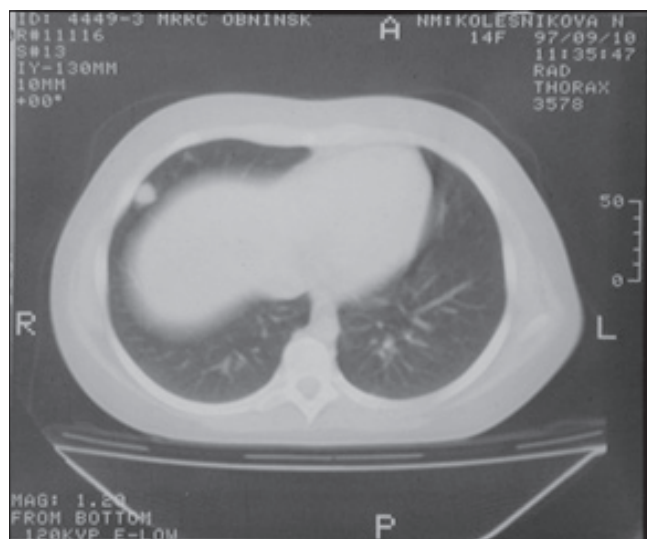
Компьютерная томограмма органов грудной полости больной К.Н. до лечения
